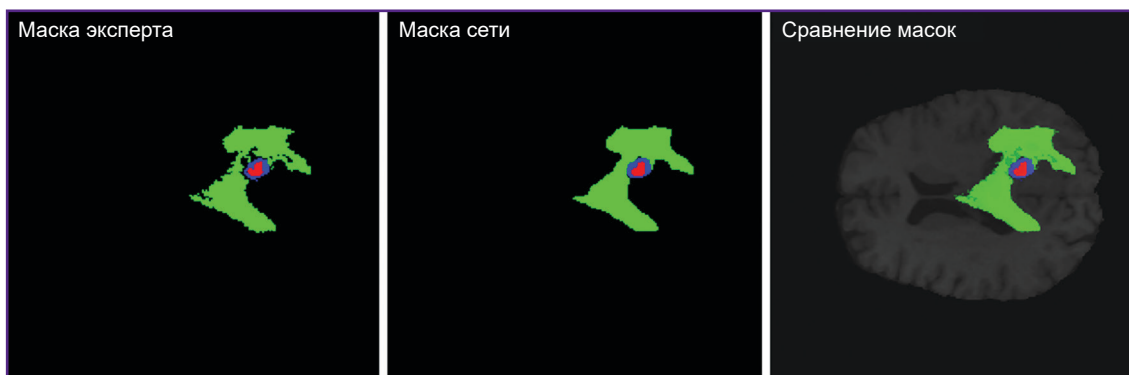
Маска сегментации эксперта, маска предсказания сети KANU-Net 2D и их сравнение на одном МРТ-снимке
